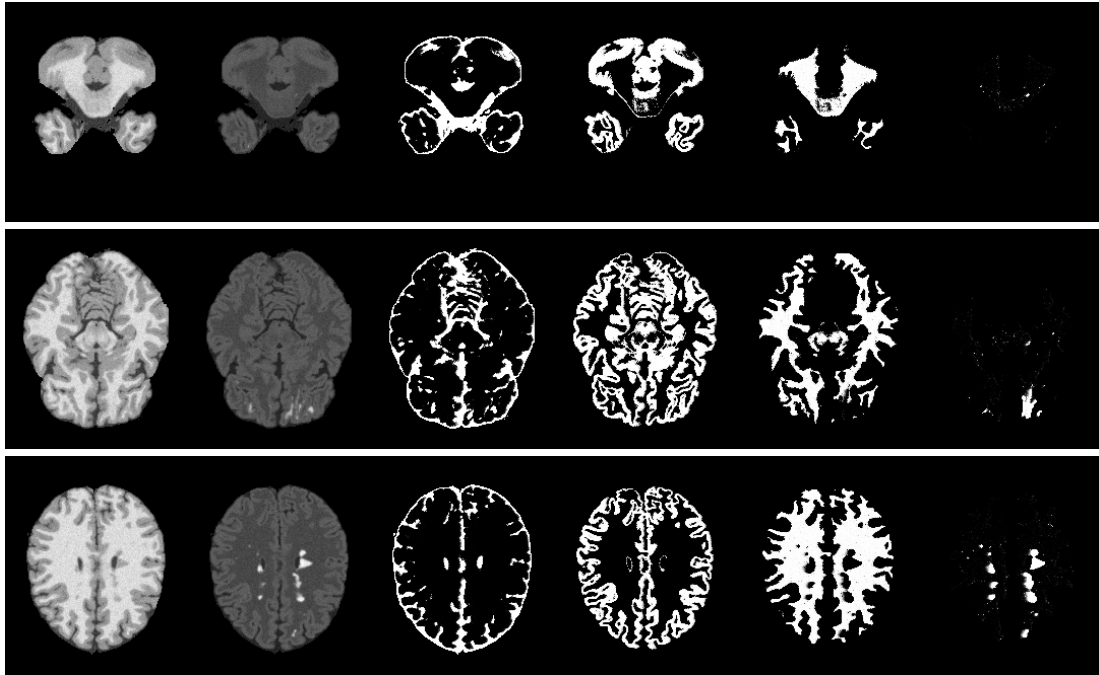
Ergebnisse der Segmentierung der BrainWeb-Daten mit zweiprozentigem Rauschen und 0 % INU. In den ersten beiden Spalten sind die simulierten T_1 - und FLAIR-Sequenzen zu sehen. Die restlichen Spalten zeigen die Segmentierung der CSF, GM, WM und der Läsionen.
